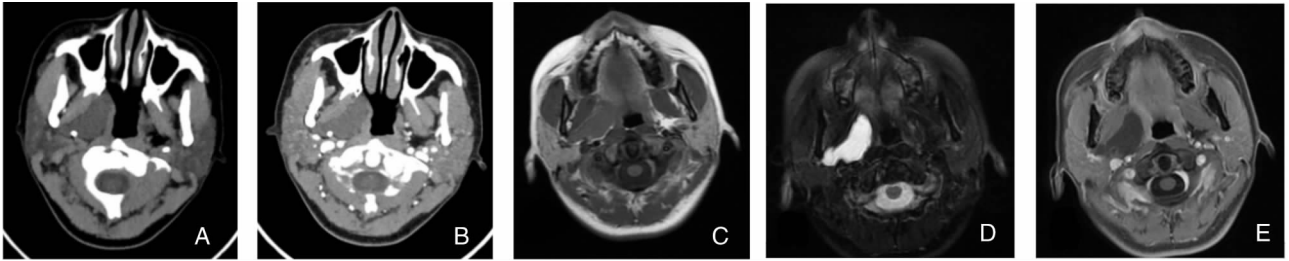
咽旁间隙囊性水瘤的CT及MRI影像表现 A:轴位CT扫描示右侧咽旁间隙囊性密度影;B:轴位增强CT扫描示右侧咽旁间隙肿物不增强;C:轴位MRI T1WI肿物呈低信号;D:轴位MRI T2WI可见肿物呈明显高信号;E:轴位MRI T1WI增强扫描见囊性部分未增强
